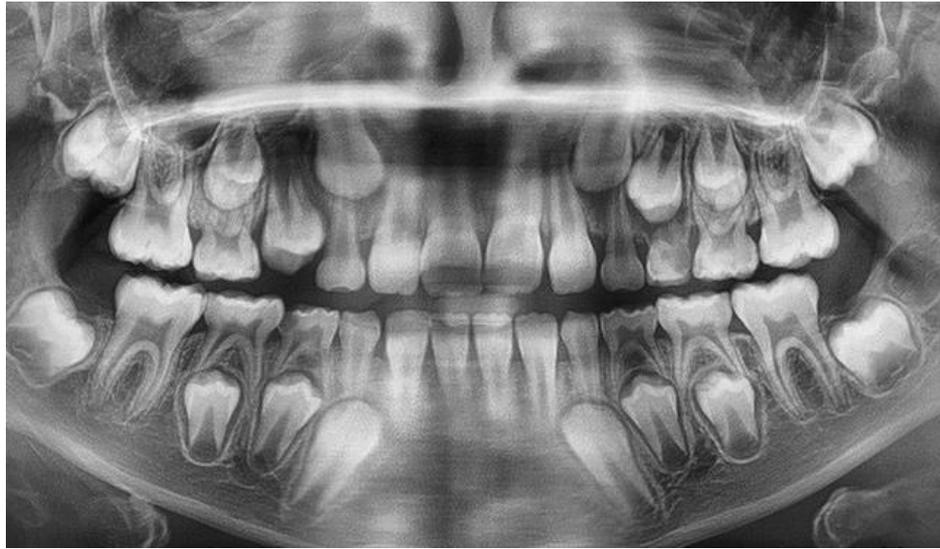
Ортопантомограмма, пациент, 8 лет
